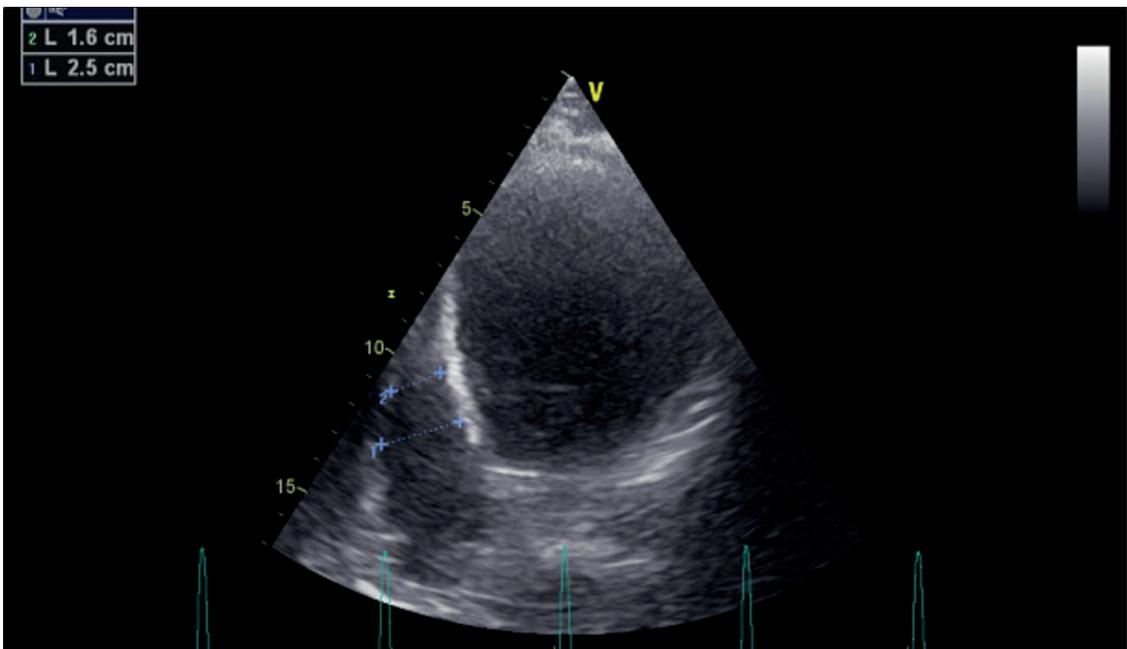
Ecocardiografía transtorácica vista apical de cuatro cámaras con indemnidad de ventrículo derecho
